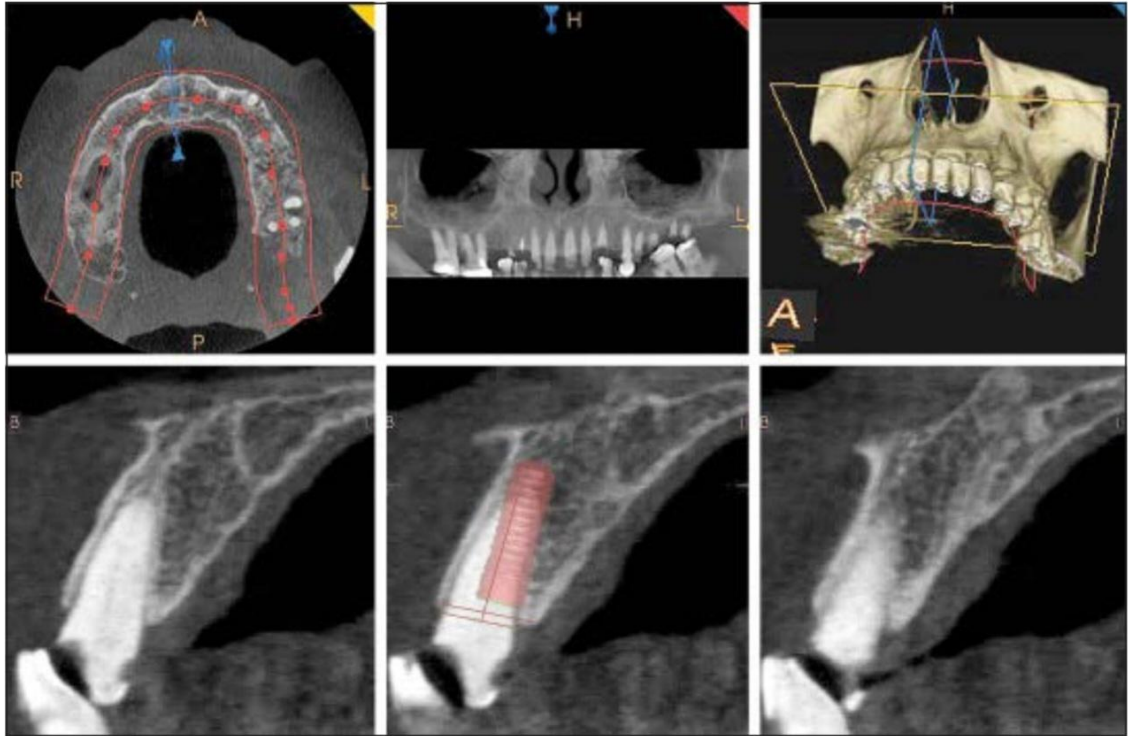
Cone beam computed tomography planning in the maxilla; the clinician can note any pathology of the root, root's dimensions, and orientation within the ridge.
